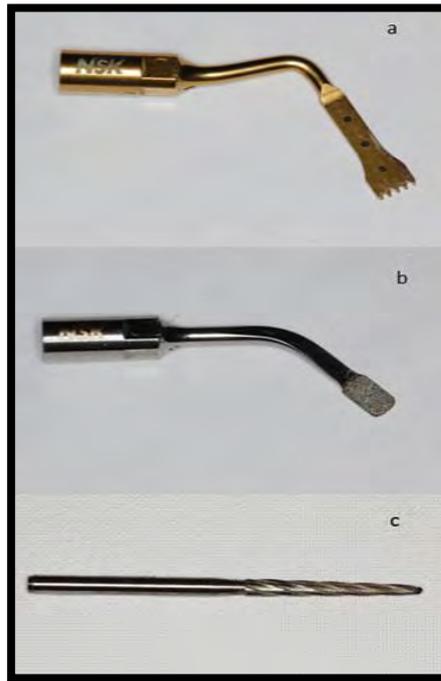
Putas de ultrasonido. (a) NSK de acero inoxidable, (b) NSK de diamante, (c) Fresa troncocónica de fisuras Zekrya.²⁹
